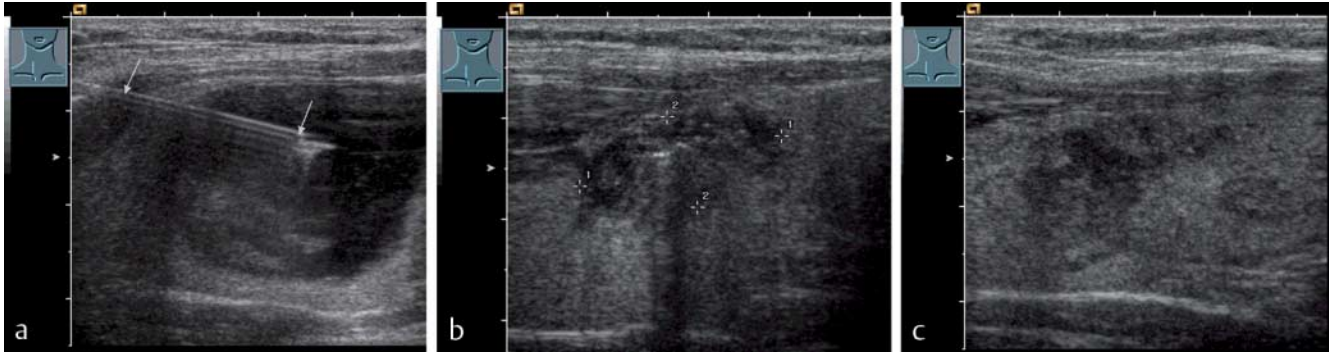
Schilddrüsenzystensklerosierung. a Akuter Halsschmerz. Sonografisch akute Schilddrüsenzyste, die mit einer 1er Nadel entleert wird (10 ml). Der Nadelchaft zeigt sich als echogene Doppellinie (Pfeil). b Instillation von 5 ml 96%igem Alkohol. Typisches echogenes Schneegestöber. c Nach 8 Wochen kein Rezidiv erkennbar.
